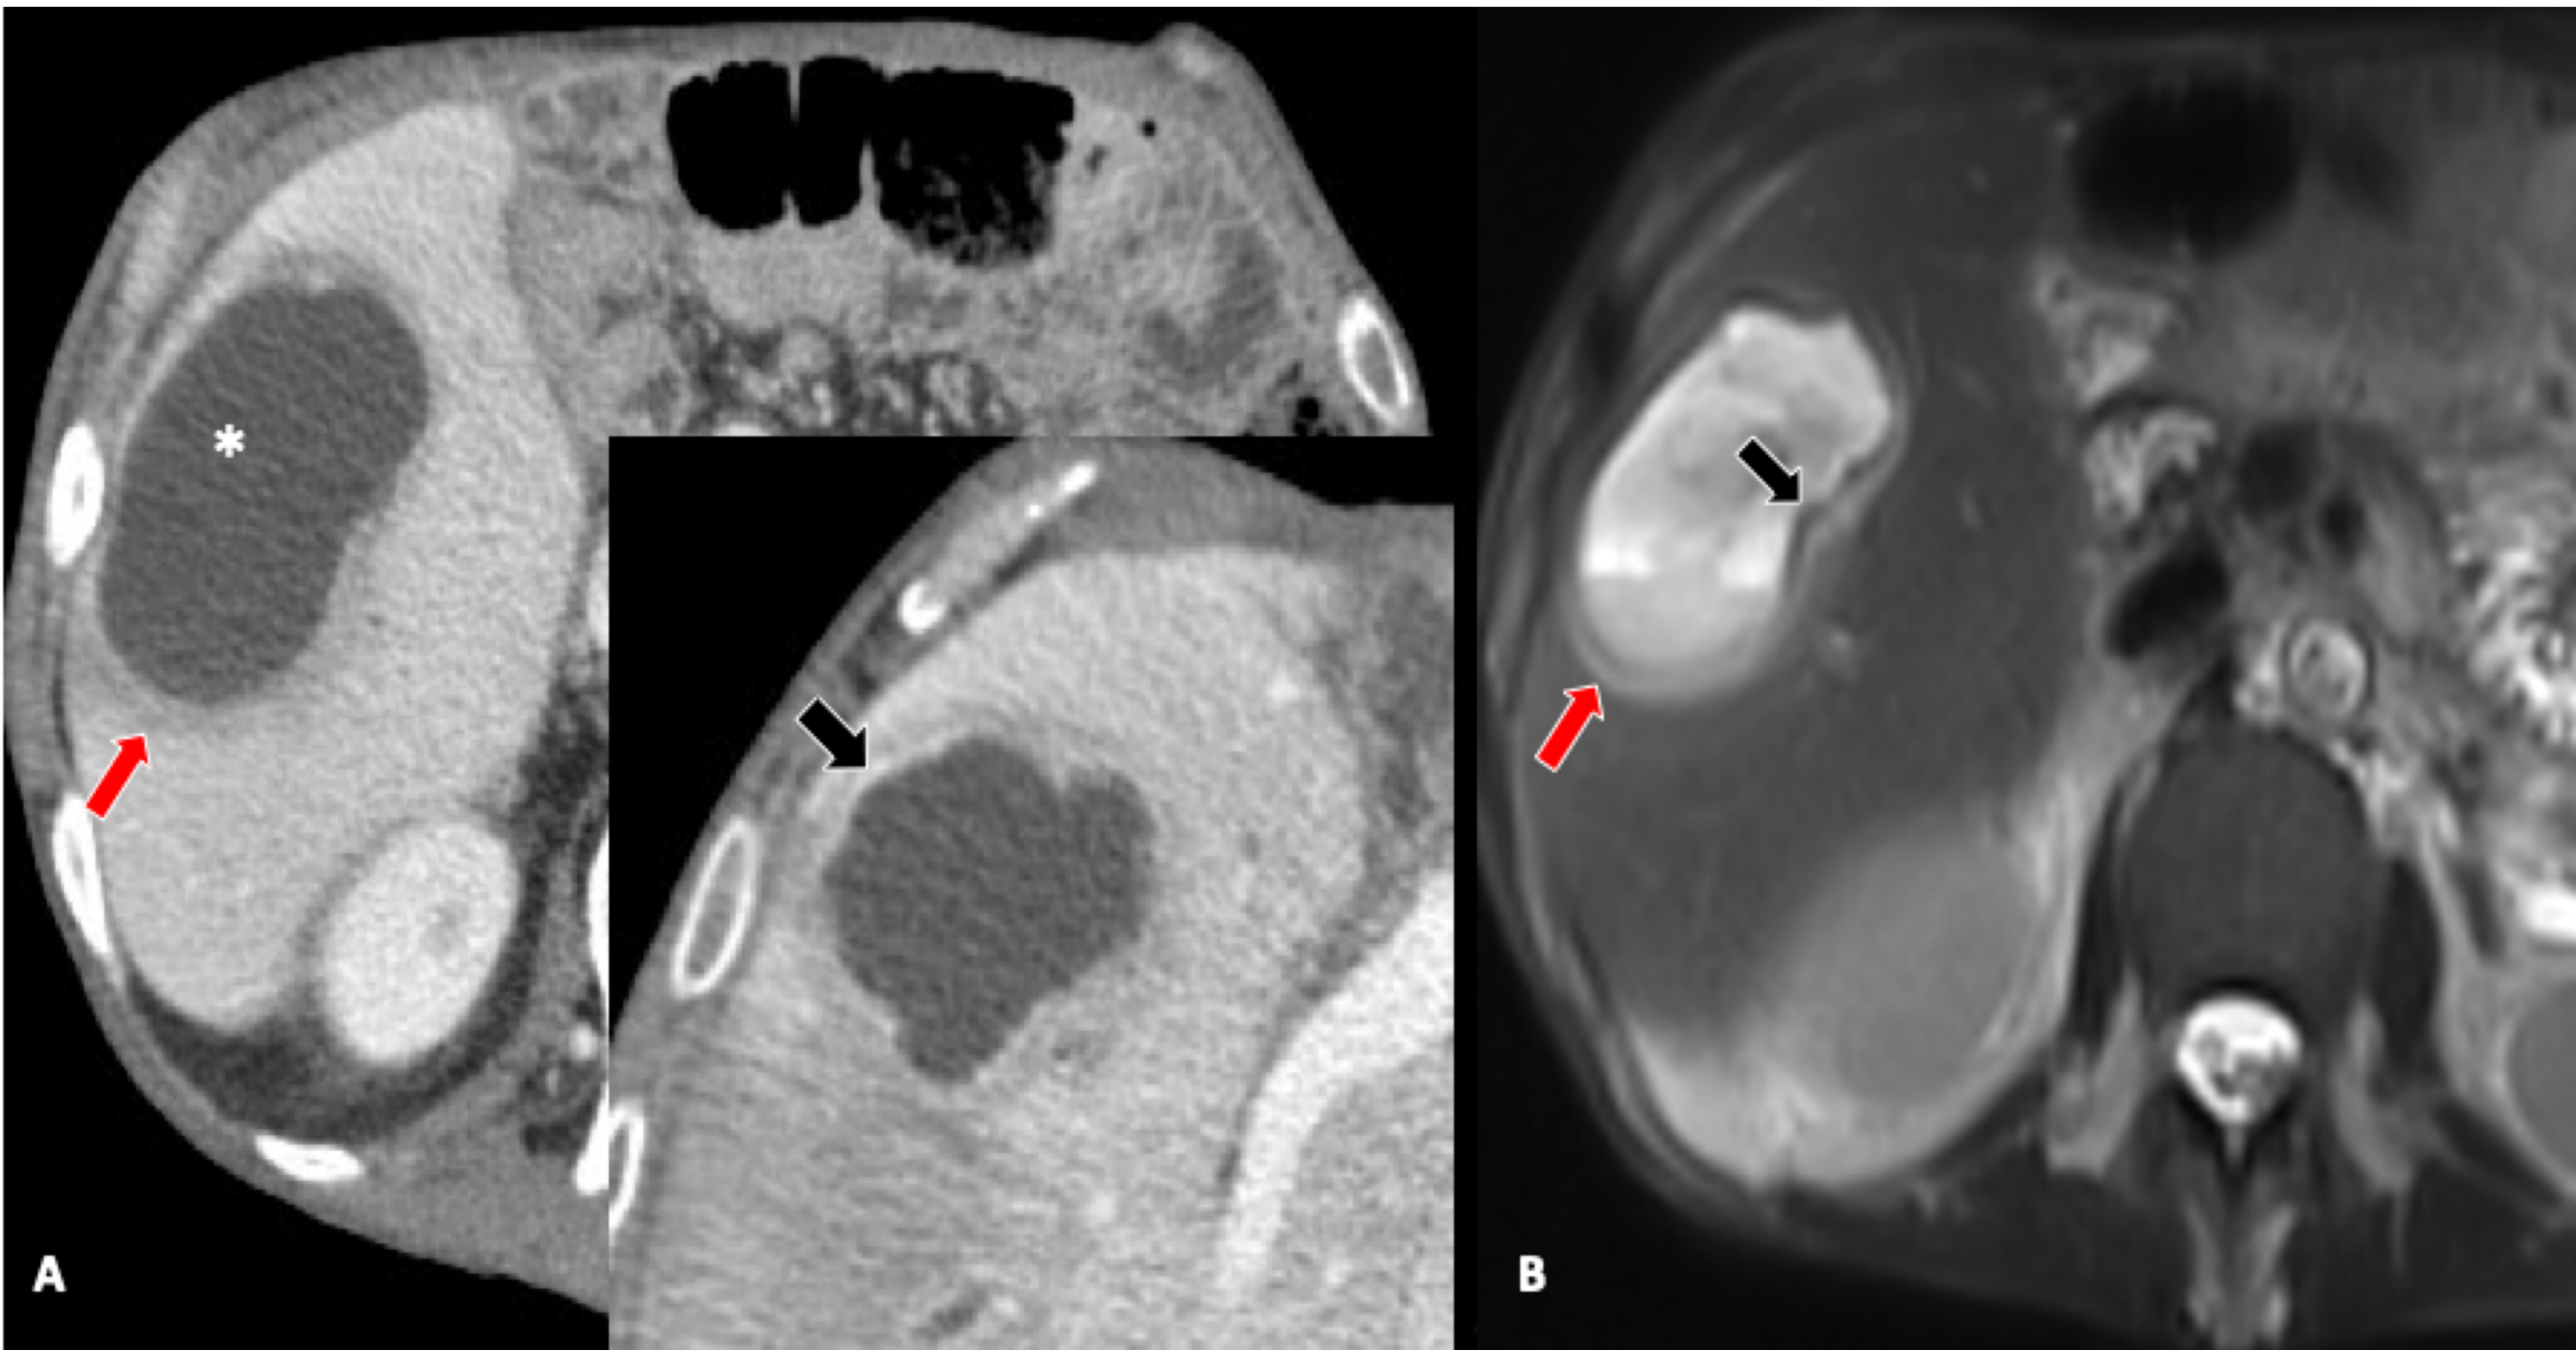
Absceso hepático piógeno en varón de 51 años diagnosticado de colangitis. (A) Imagen axial de TC en fase portal que muestra una masa quística unilocular en el lóbulo derecho (asterisco). Se observa la pared estratificada ("signo del doble blanco"), con una capa interna que realza (flecha negra) y que se rodea de edema parenquimatoso hipoatenuante (flecha roja). (B) RM potenciada en T2 que muestra la capa interna iso a hipointensa (flecha negra) y una capa externa moderadamente hiperintensa (flecha roja) que rodea al absceso en relación con edema.
